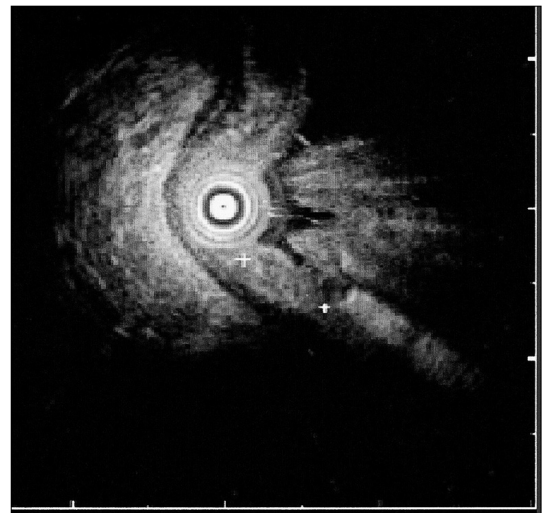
Endoscopic ultrasonography findings. It demonstrates an about 8 mm-sized, ill-defined isoechoic mass at the esophago-gastric junction, which is confined to the muscularis mucosa without involvement of the submucosa.
